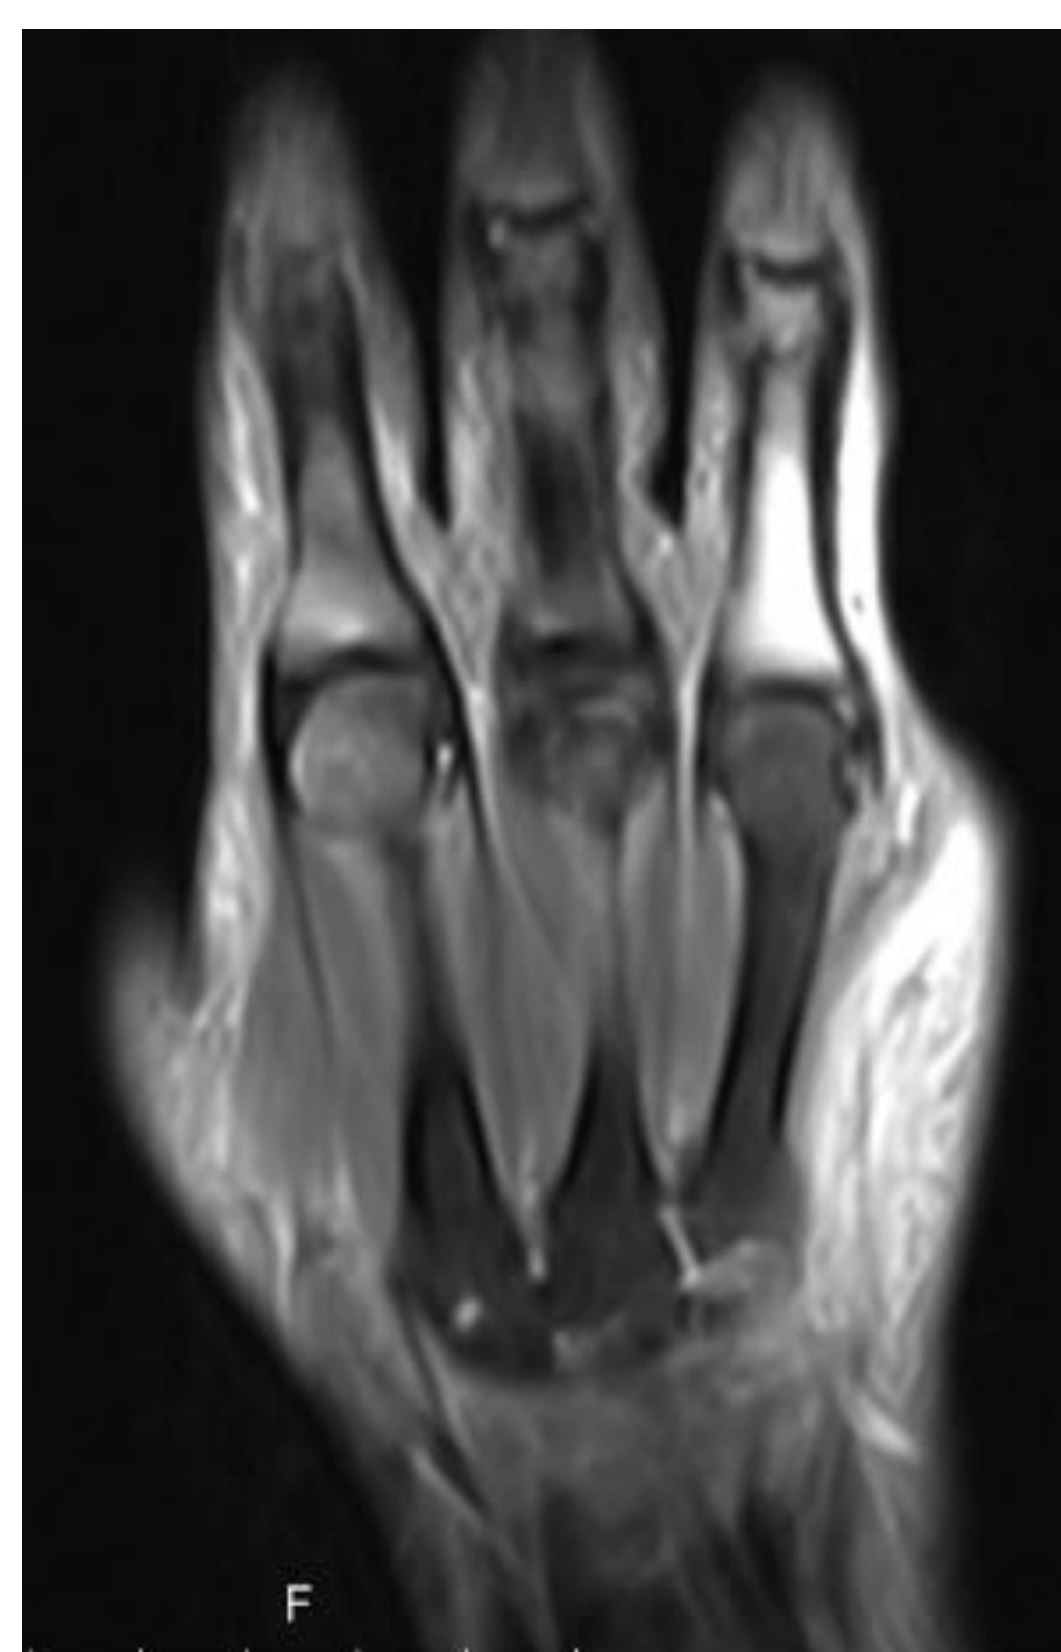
RMN da mão direita.
